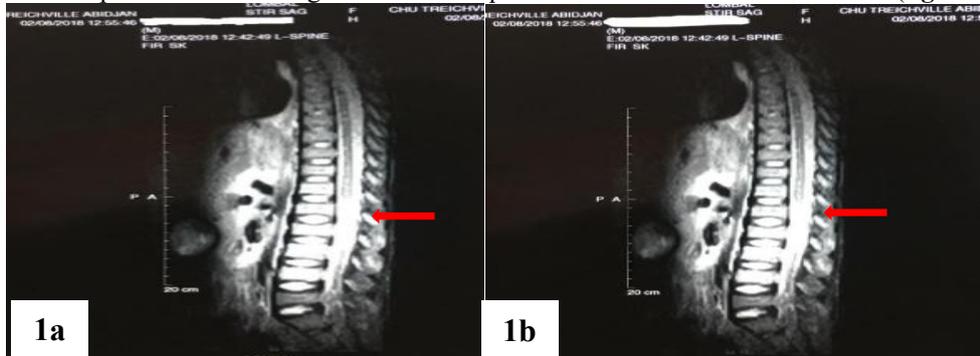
IRM médullaire d'un enfant de 9 ans mettant en évidence des lésions punctiformes et linéaires en hyper signal STIR intramédullaire se T6 à T12 faisant évoquer une myélite. (Spinal MRI of a 9-year-old child revealing punctiform and linear lesions with intramedullary STIR hyper signal from T6 to T12 suggesting myelitis)
